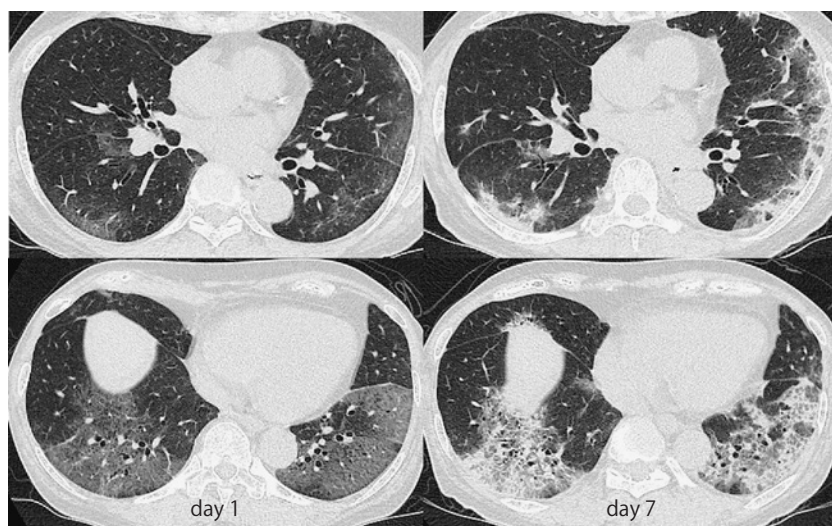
60歳代女性（中等症）の胸部CT所見の経時的変化
